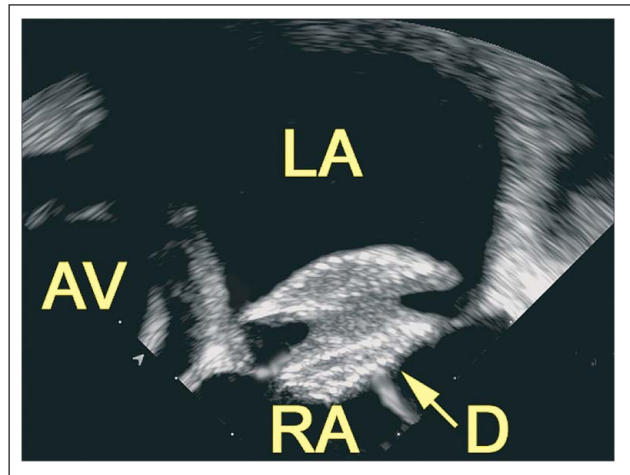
„Wiggle“-Manöver: Ziehen und Schieben des Führungskabels vor Ablösung des Devices, um die feste Verankerung zu bestätigen. LA: linker Vorhof; AV: Aortenklappe; D: Device; RA: rechter Vorhof. Nachdruck mit Genehmigung aus [Bartel T et al. Intracardiac Echocardiography. In: Otto CM. Practice of Clinical Echocardiography. 3rd ed. W. B. Saunders, Oxford, 2007]. © Elsevier
